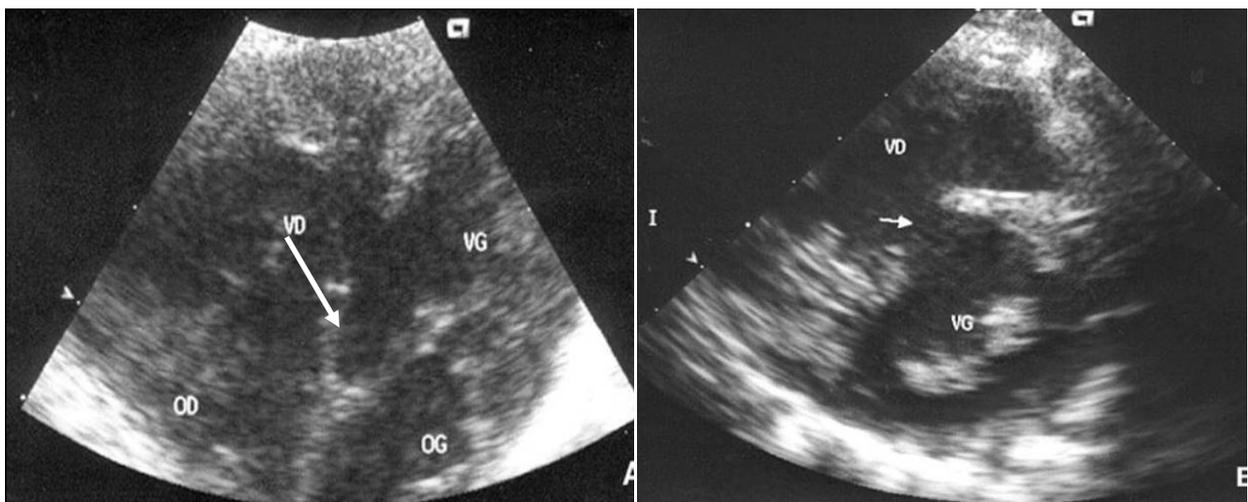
Échocardiographie d'une CIV musculaire trabéculée centrale large. [5]
